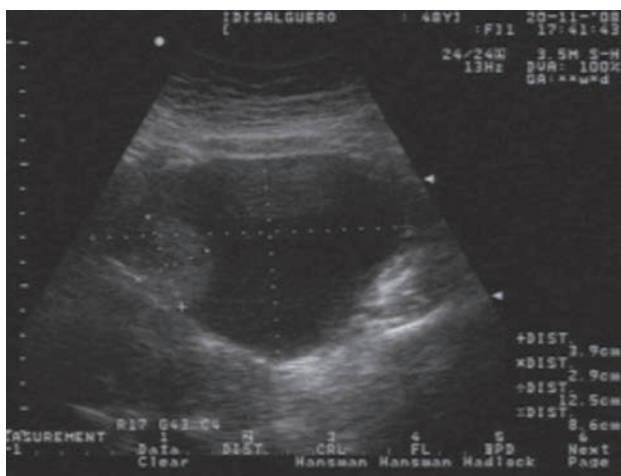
Ultrasonido pélvico del ovario izquierdo.
